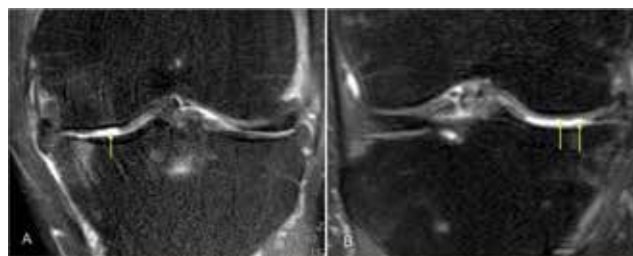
Proton density-weighted coronal magnetic resonance imaging image shows a partial and full thickness cartilage defect over the medial femoral condyle (arrows)
